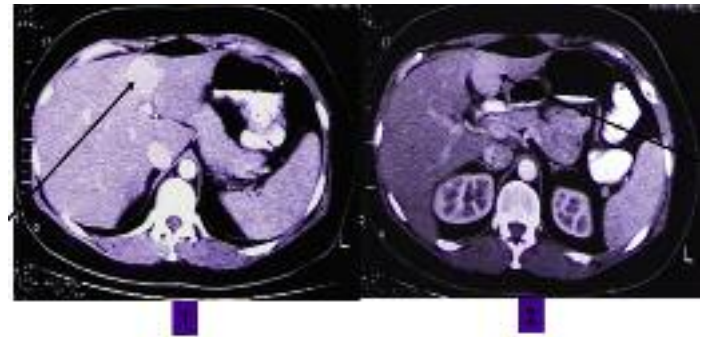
Tomografía computada dinámica: Hiperplasia nodular focal en lóbulo derecho. Con las fases vasculares varía la densidad de la lesión 1) hiperdensa (flecha). 2) isodensa (flecha).
